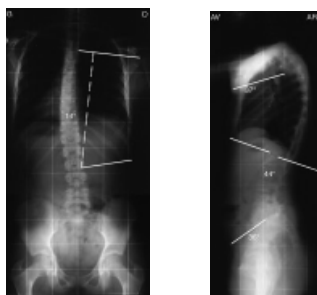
Radiografia coloanei vertebrale în ortostatism, față (a) și profil (b)
